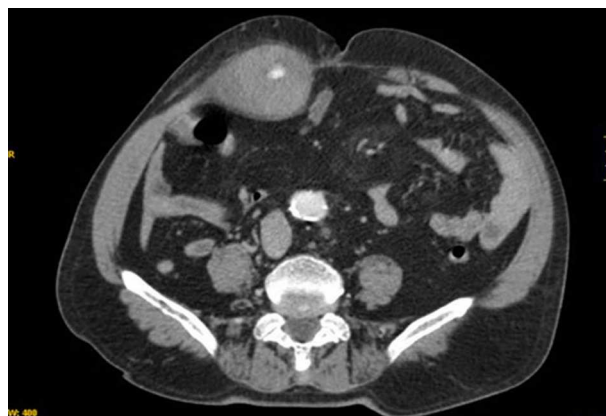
Tomografía axial computarizada abdominal. Se observa un voluminoso hematoma localizado a nivel del músculo recto anterior del abdomen derecho, que tenía una longitud máxima de 24 cm y que presentaba sangrado activo.
